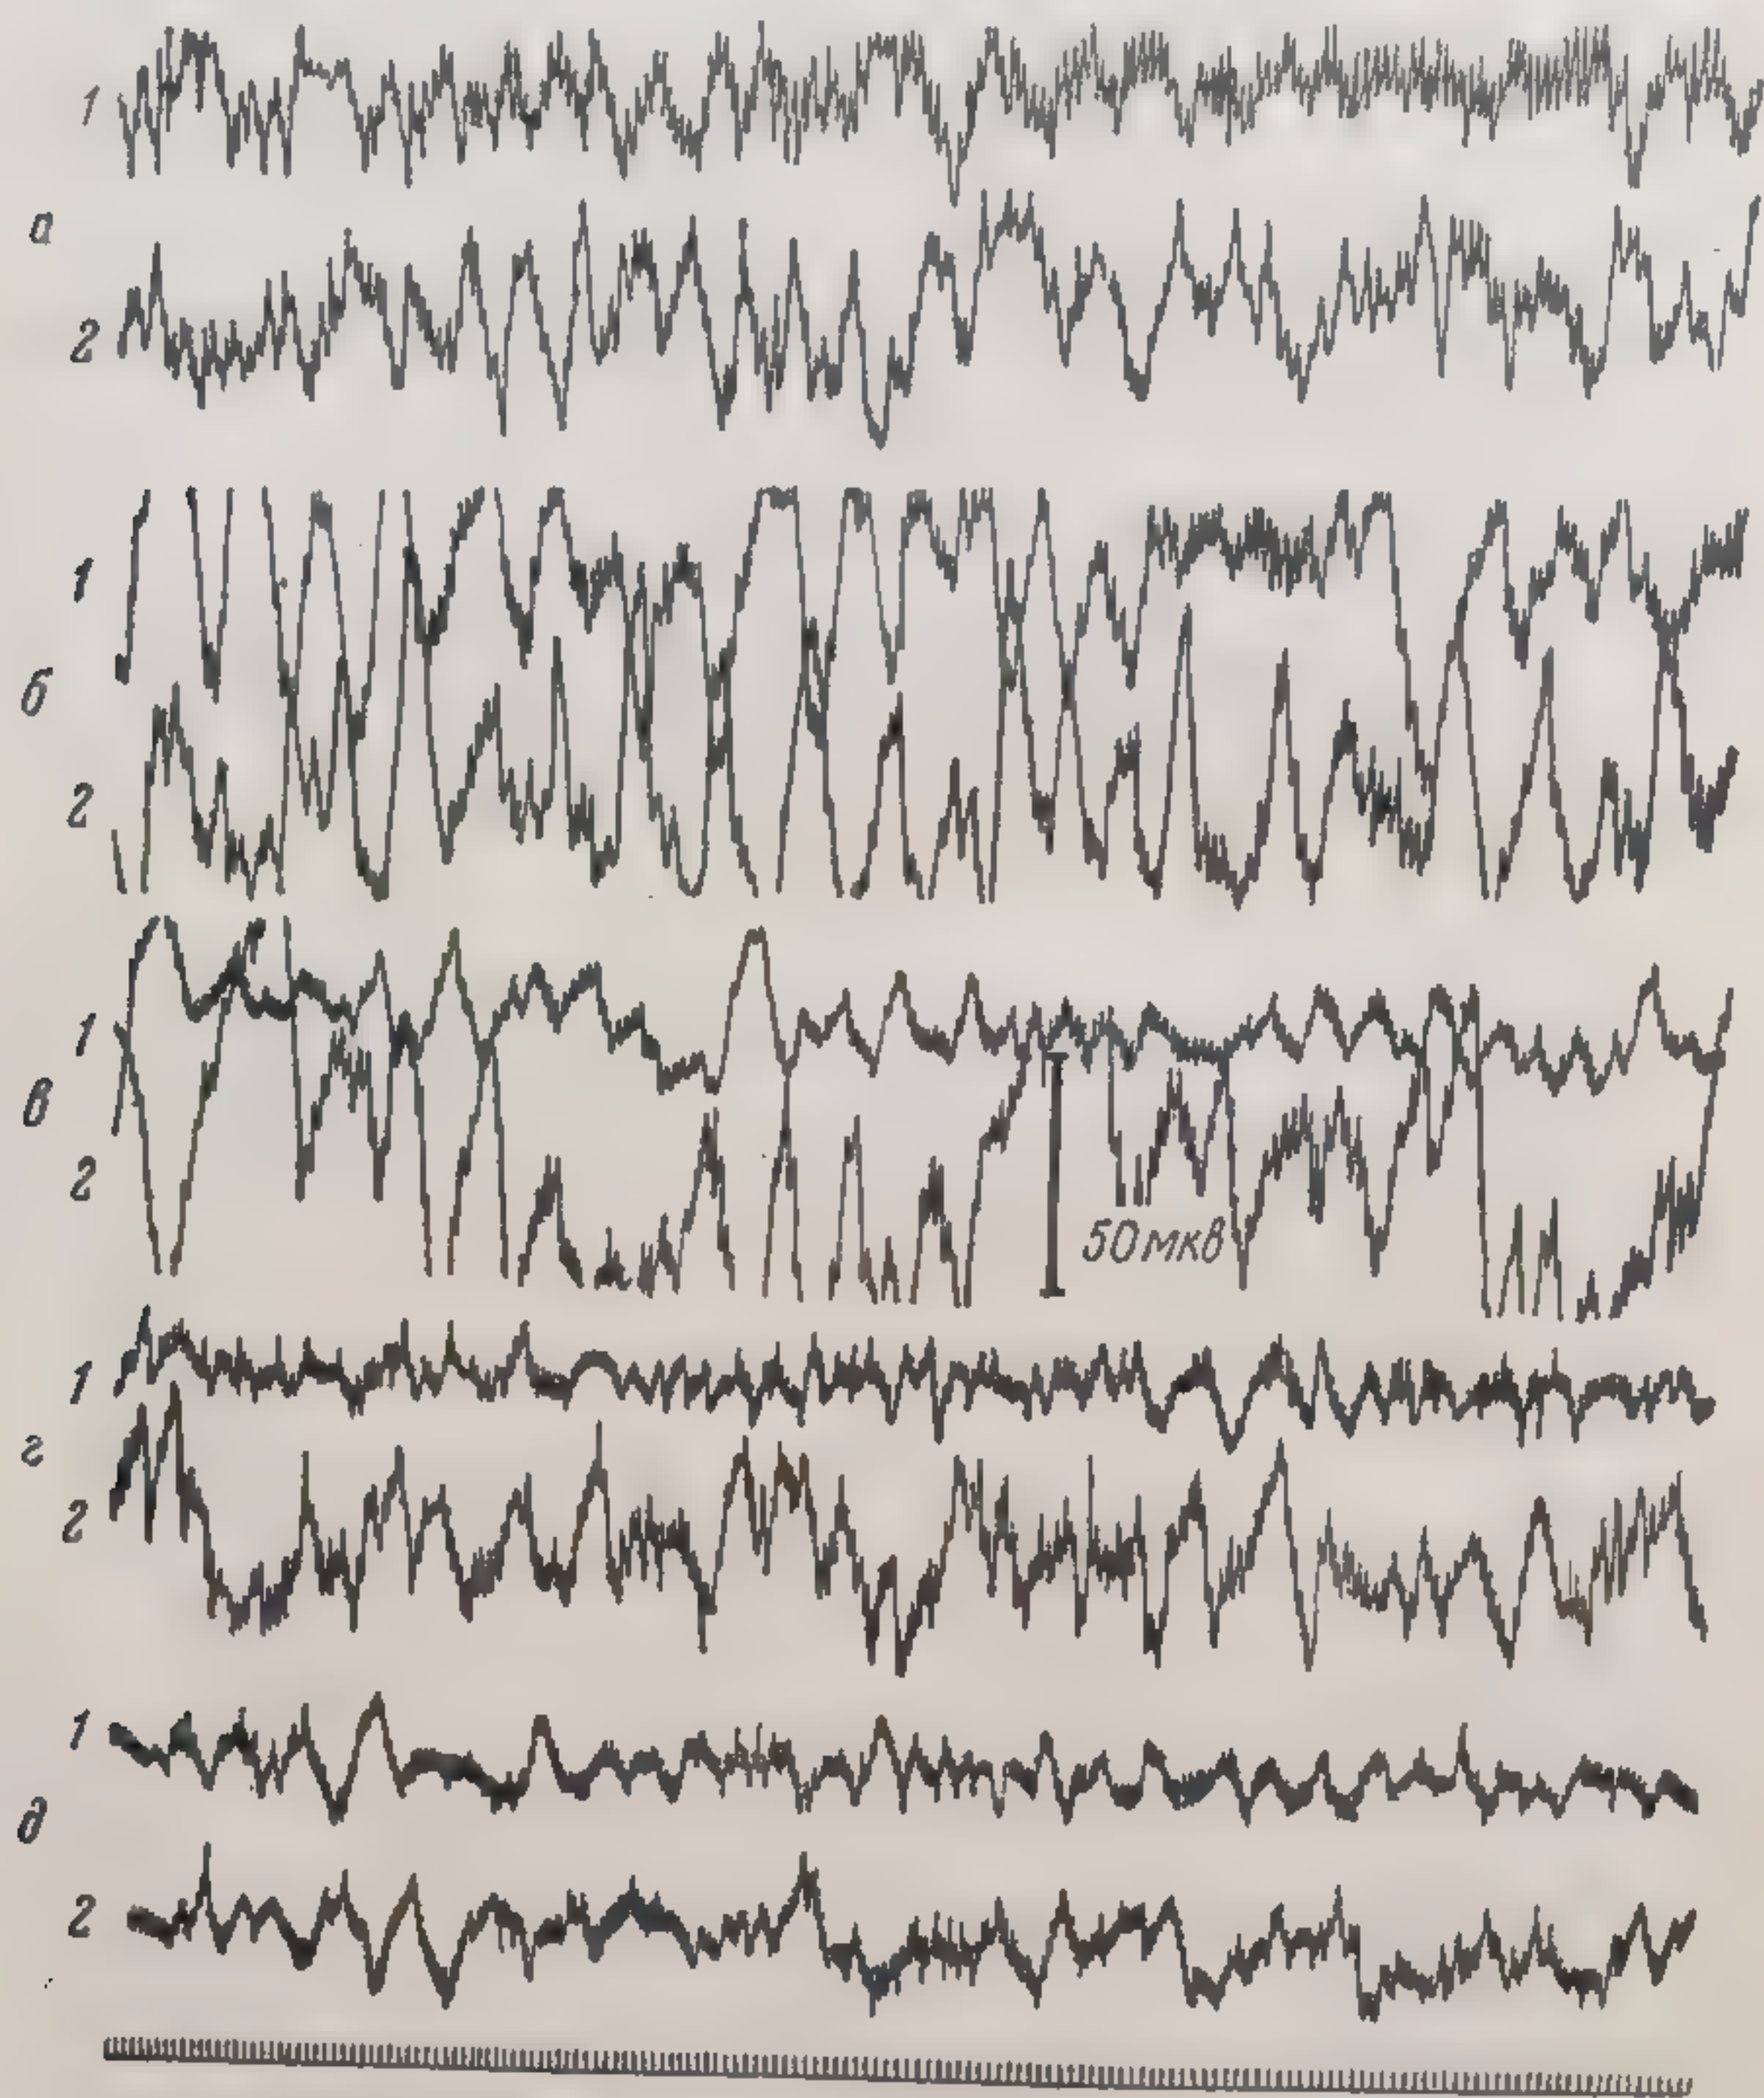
Развитие выраженных форм депрессии ритмов в коре и гипоталамусе у интактных кроликов, подвергнутых тотальному рентгеновскому облучению ■ дозе 1000 р.
